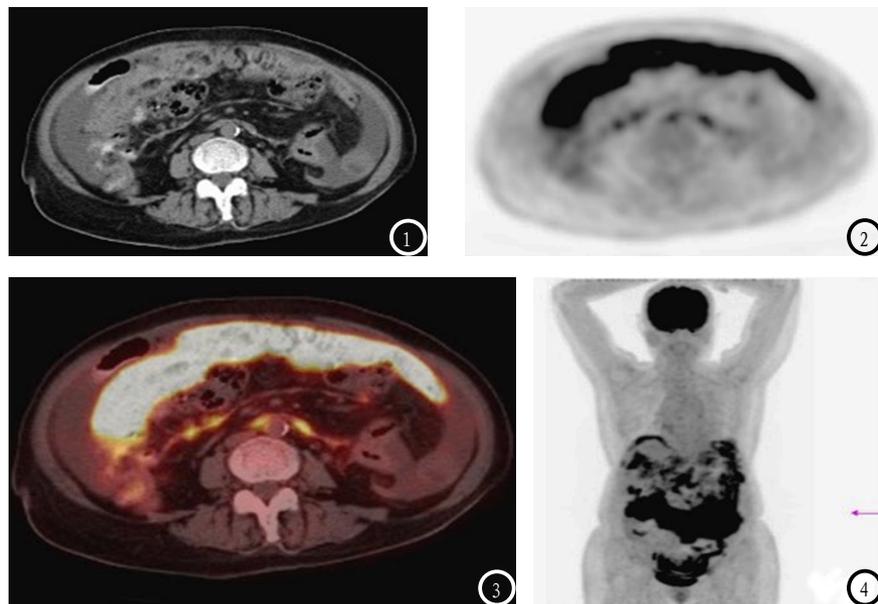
双侧卵巢癌腹膜转移PET/CT图像。女性患者，70岁，卵巢癌术后，腹膜转移。图1：CT图像示右下腹局部腹膜不均匀增厚、紊乱；图2：PET图像示片状放射性分布浓聚；图3：PET/CT融合图像示腹膜病变范围及糖代谢高低，SUVmax8.0。图4：MIP图示腹盆腔多处腹膜病灶。
